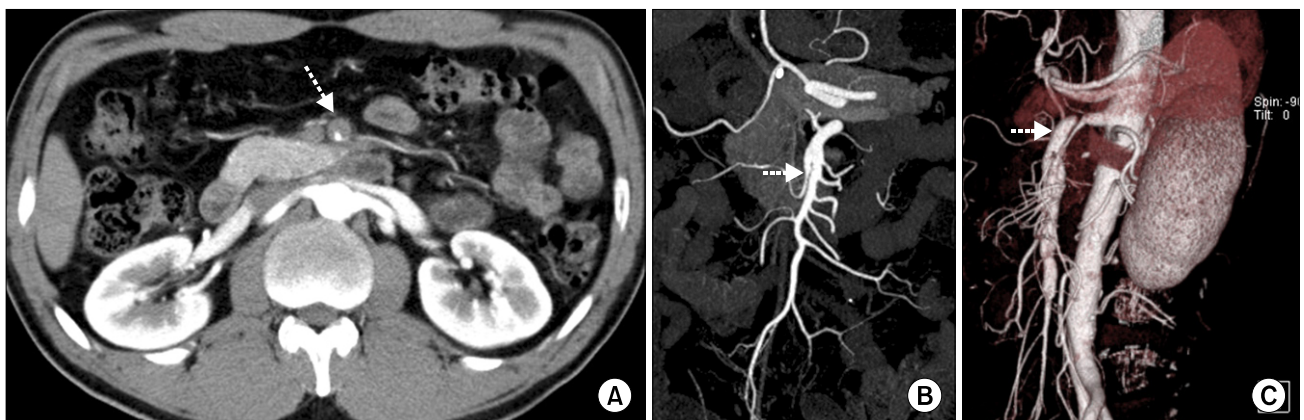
CT findings of symptomatic patient. (A) CT scan shows intramural thrombosis and stenosis. (B) SMA has double lumen with patent false lumen without stenosis. (C) Double lumen with closed false lumen and stenosis is present on the CT scan.
